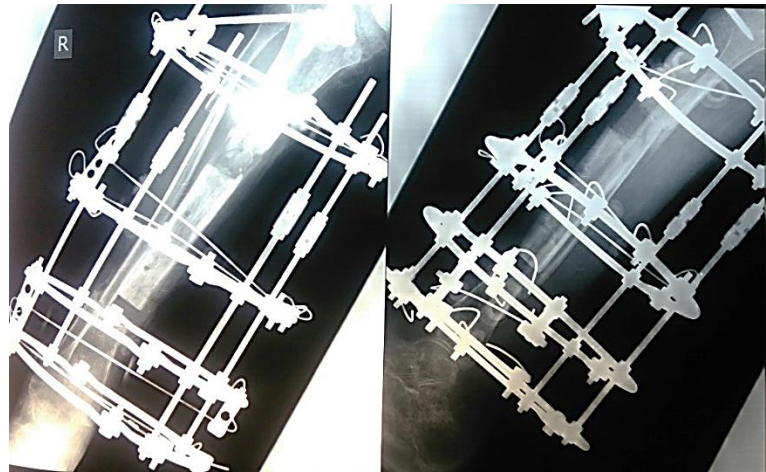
Рентгенограми септичного незрощення і проведення білокального остеосинтезу кільцевим спице-стержньовим апаратом; пластика дефекту дистракційним регенератором.
